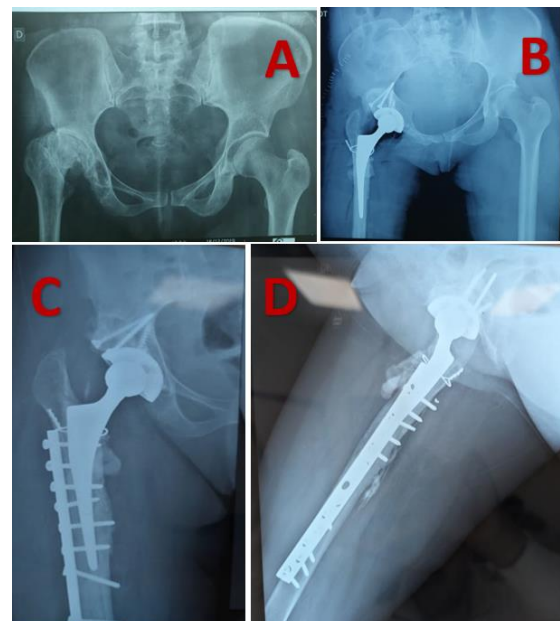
Radiographic results of another case in which we used an autograft harvested from the femoral head:
